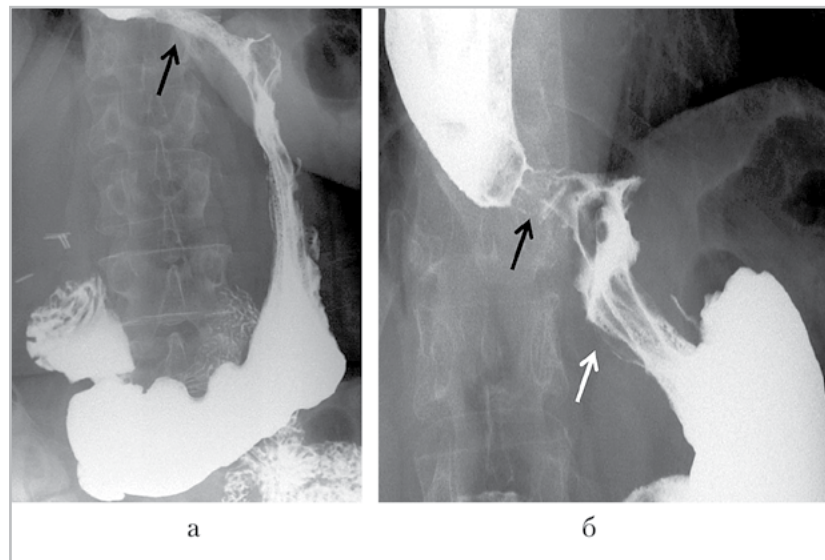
Обзорная рентгенограмма желудка в прямой проекции (а) и прицельная рентгенограмма кардиоэзофагеальной зоны в прямой проекции (б) с пероральным контрастированием. Осложнение после фундопликации по Тупе (2010) в сочетании с ахалазией. Ахалазия пищевода (*черная стрелка*) является нераспознанной до операции патологией. Низко сформированная манжета на кардиальном отделе (*белая стрелка*). Гипотонус желудка
